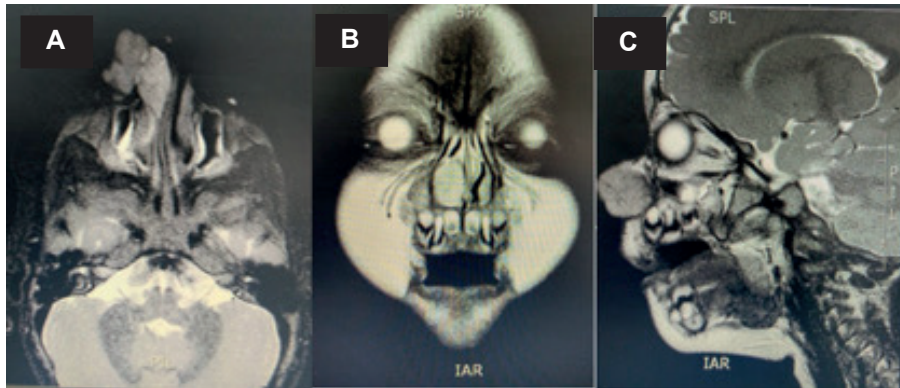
Nuclear magnetic resonance (NMR) of nose and paranasal sinuses A. T2 axial section with contrast. Mass in right nasal ala with heterogeneous density, complete lumen obstruction. B-C. Coronal and sagittal non-contrast T2-weighted image, respectively: well defined circumferential mass, approximately 15 x 9 x 12 mm, which displaces right lower turbinate but does not infiltrate it. Images obtained from the Misericordia Hospital system with parental consent.
